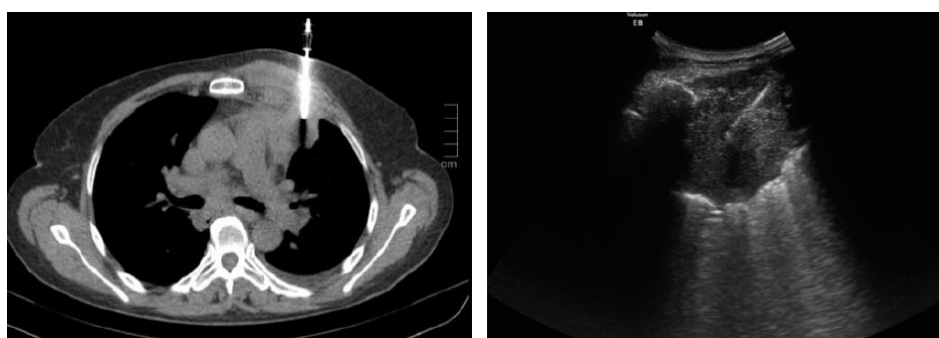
Exemplos de biopsias pulmonares justapleurais guiadas por TC (esquerda) e ecografia (direita).
